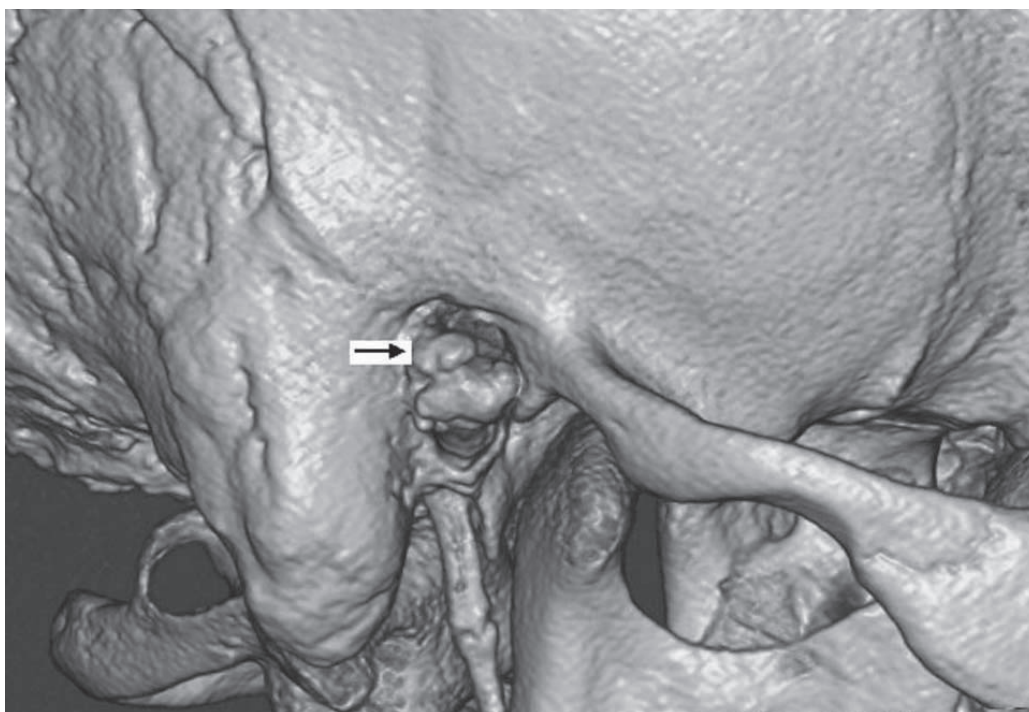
Three-dimensional reconstruction of computerized tomography showing the osteoma in the external auditory canal.
